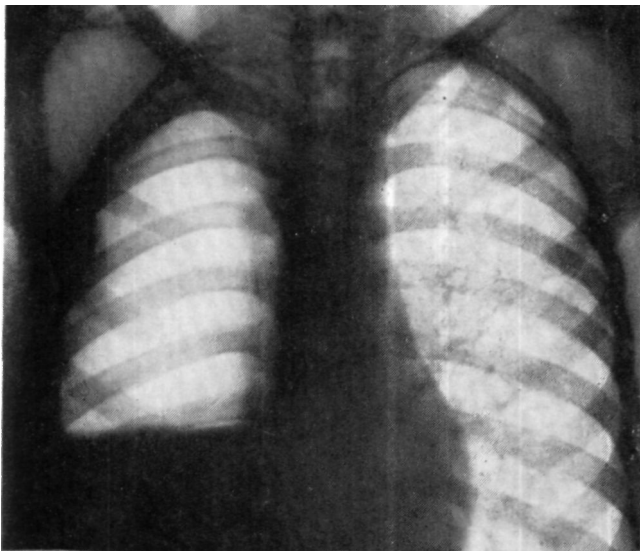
Обзорная рентгенограмма больного П. при поступлении.
